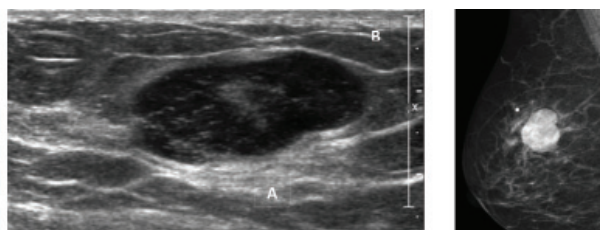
A) Ultrassonografia de Miofibroblastoma mamário revela massa sólida, lobulada e hipoecóica.
